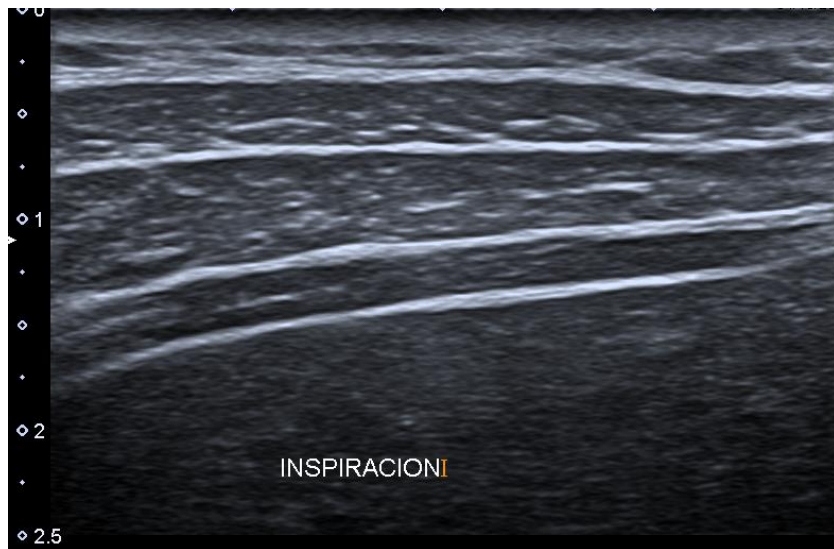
Ecografía de pared abdominal en inspiración.
